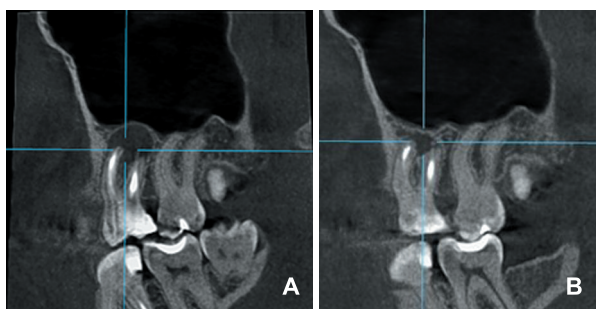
(А) КТ до лечения, (В) КТ через 2 года после лечения (зуб 3.8 был удален в указанный период)
